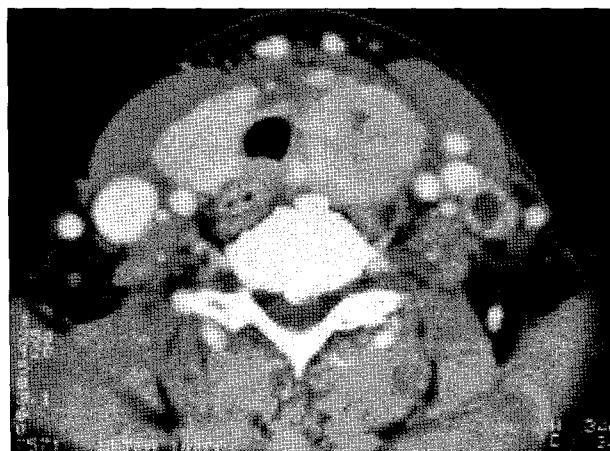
A CT scan showing a huge heterogeneous thyroid mass with multiple enlarged lymph nodes in lateral neck.
